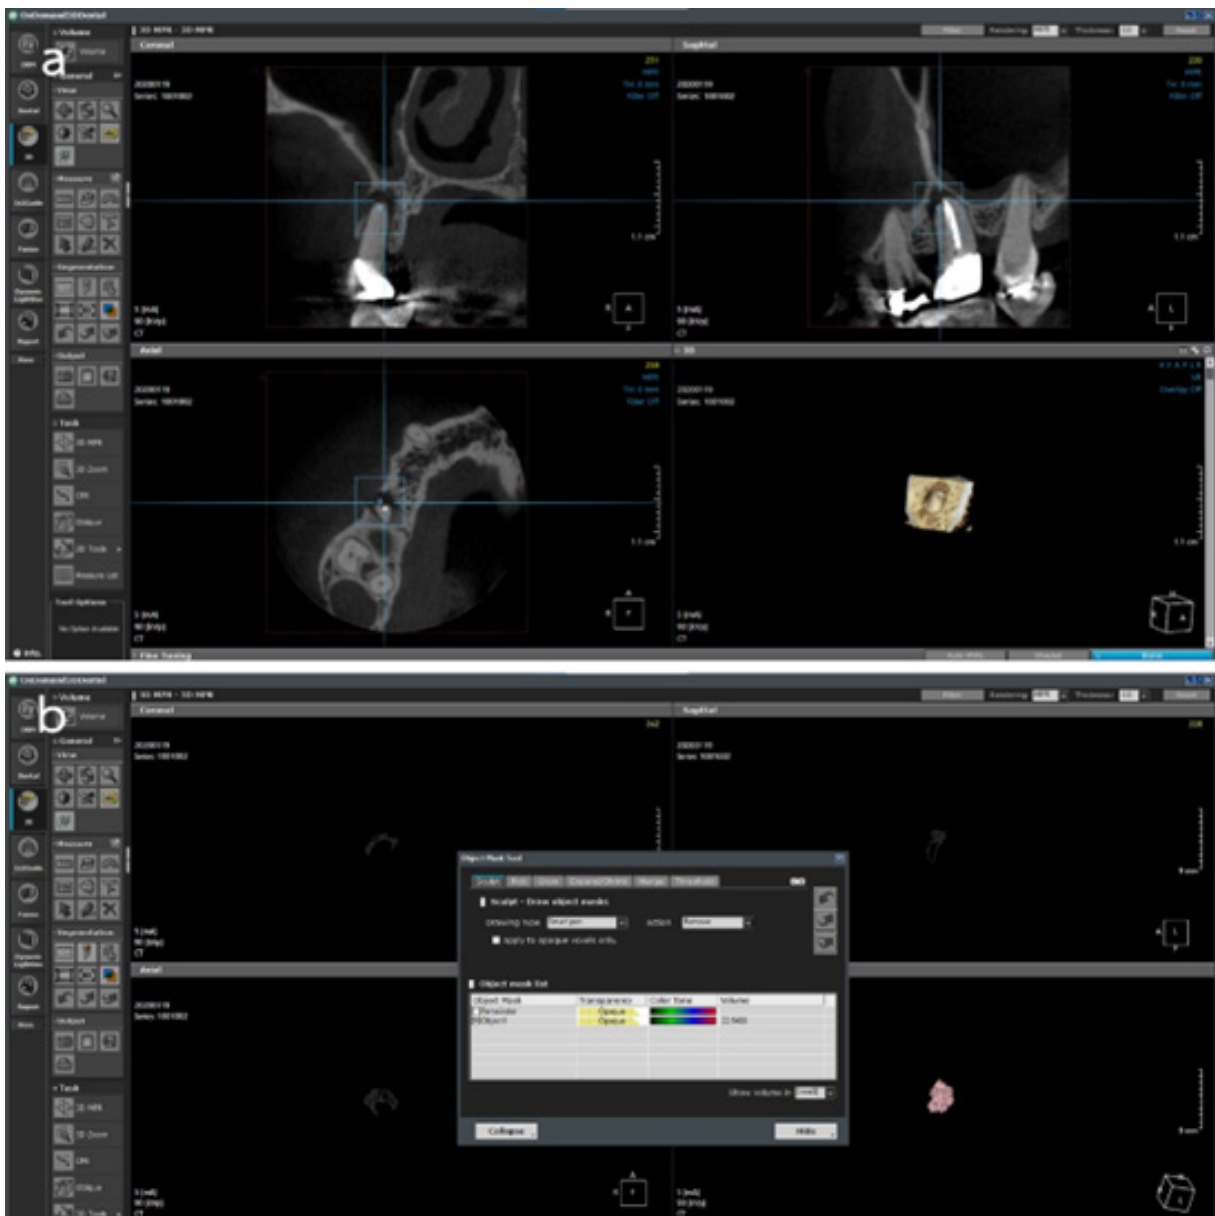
Segmentation of the periapical lesion of maxillary right second premolar (tooth 15) in coronal, sagittal and axial views. (a) The volume of interest was determined in square areas selecting the most exterior point of the lesion in all three planes. (b) The volume of lesion was automatically measured by the OnDemand3D™ Dental software (CyberMed, Seoul, Republic of Korea) using the “Segmentation” tools, followed by a 3D reconstruction of the radiolucency.
